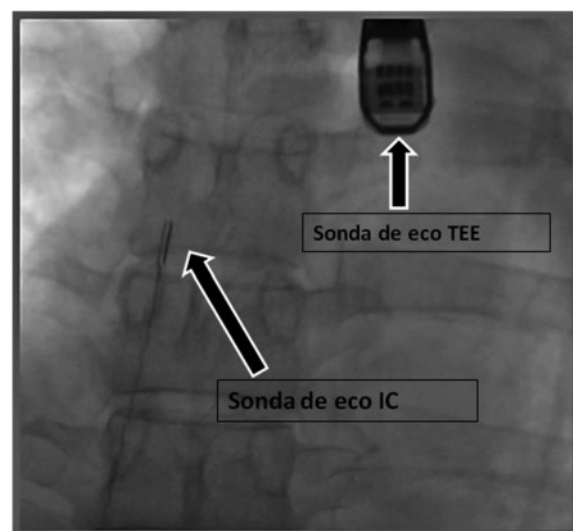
Se observa la colocación de la sonda de ecocardiograma intracardiaco y al mismo tiempo el ecocardiograma transesofágico; este último sirvió para corroborar las imágenes obtenidas con la sonda intracardiaca.
